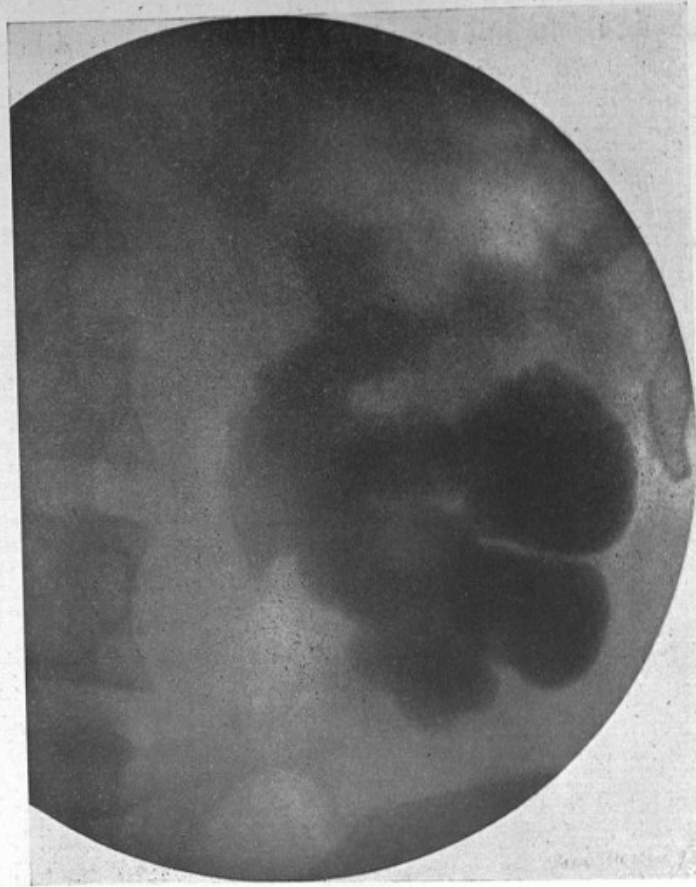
Radiographie du rein calculeux ci-contre.
